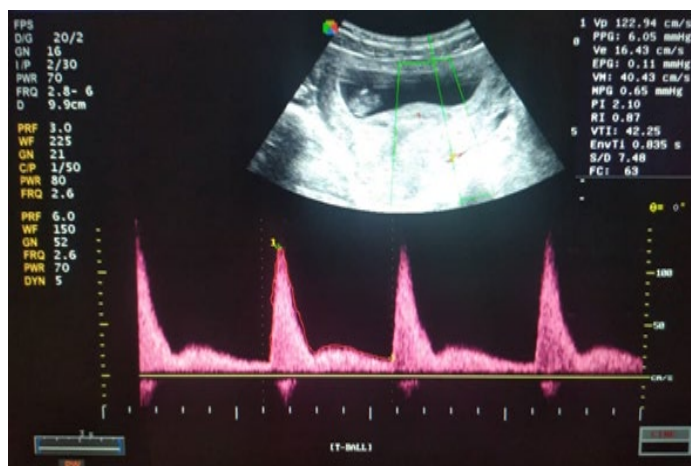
Doppler* color y pulsado de arteria uterina propia, tomada en Octubre 2021
